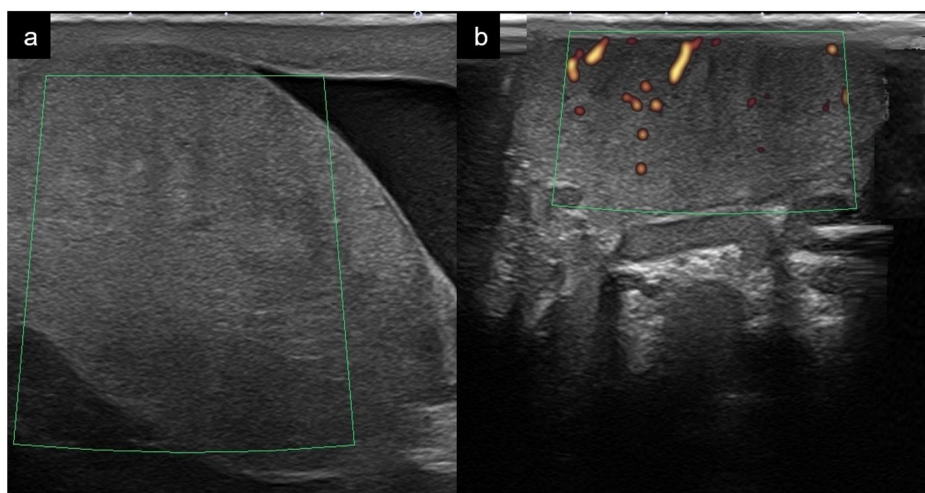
a) testículo muy aumentado de tamaño con ausencia de captación Doppler color en el contexto de una torsión testicular evolucionada (24h); b) Testículo contralateral sano de tamaño normal con captación de Doppler color con los mismos parámetros que en «a».
